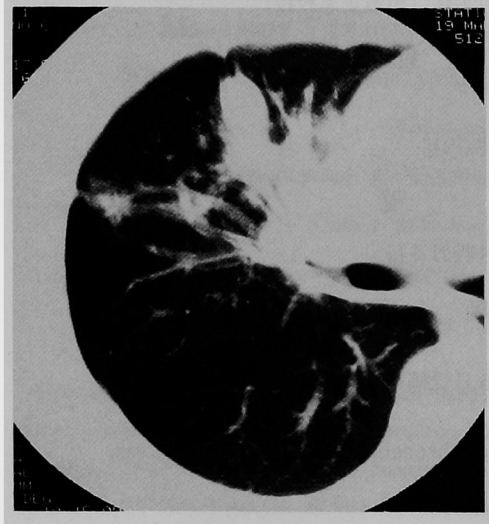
症例1 CT. 右S<sup>3</sup>内の血管、気管支に沿った棍棒状陰影。狭窄した気管支が認められる。
